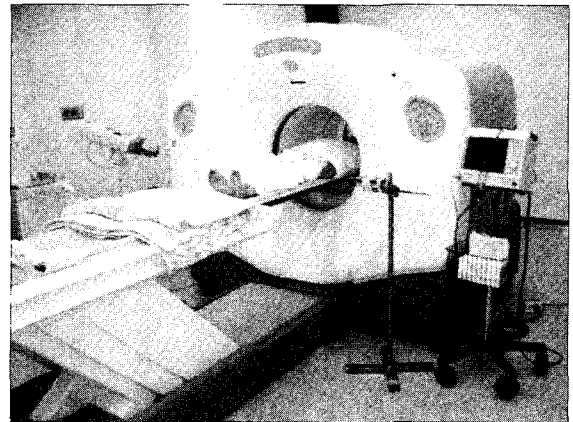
Experiment equipments of PET and digital surveymeter for spatial dose rates
